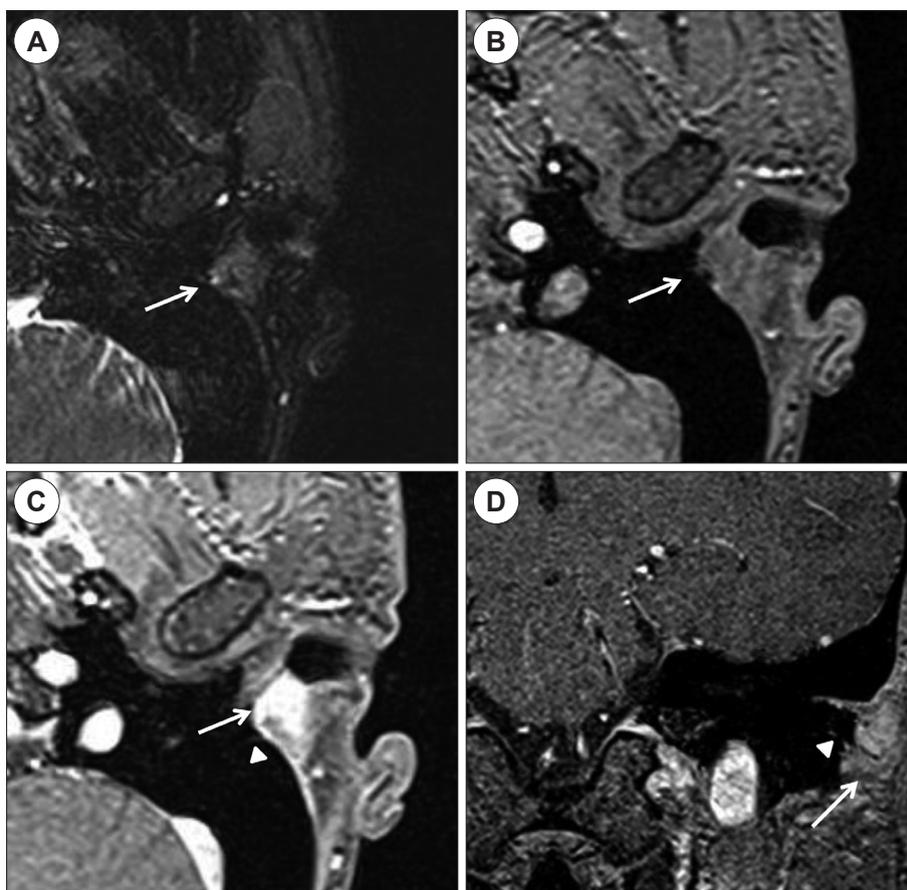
Temporal bone MRI images show a 1.2×0.9 cm sized, lobulating mass with an increased signal intensity after Gadolinium enhancement (arrows). A thin linear line is presented in the posterior wall of the left cartilaginous external auditory canal, indicating an origin from Arnold's nerve (arrowheads). A : T2-weighted image (Axial). B : T1-weighted image (Axial). C : T1-weighted image with Gadolinium enhancement (Axial). D : T1-weighted image with Gadolinium enhancement (Coronal).
